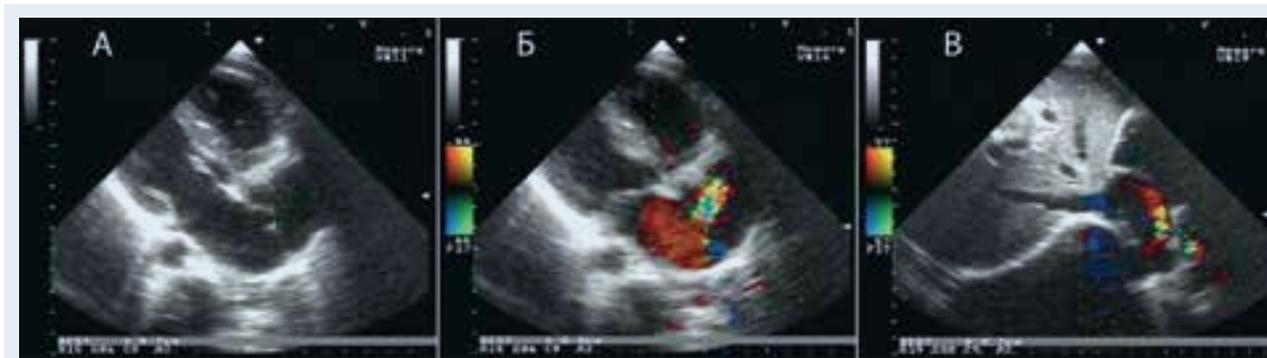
Эхокардиограммы пациента П. в возрасте 14 лет.
